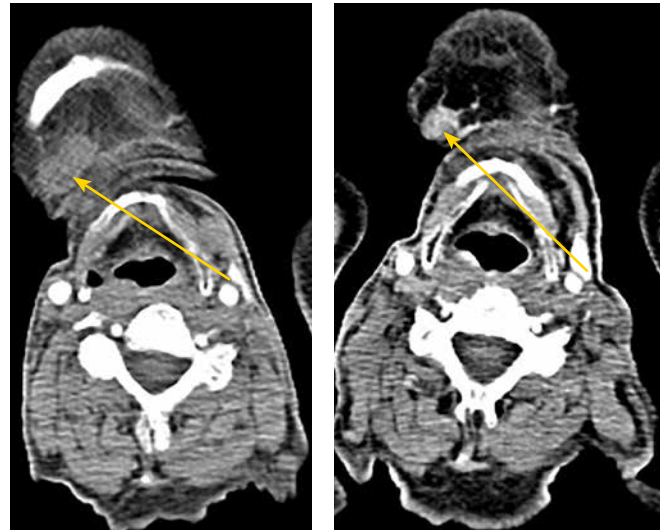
Компьютерная томография. Уменьшение размеров метастатически пораженного подбородочного лимфатического узла на фоне терапии лenvатинибом у пациента К.
